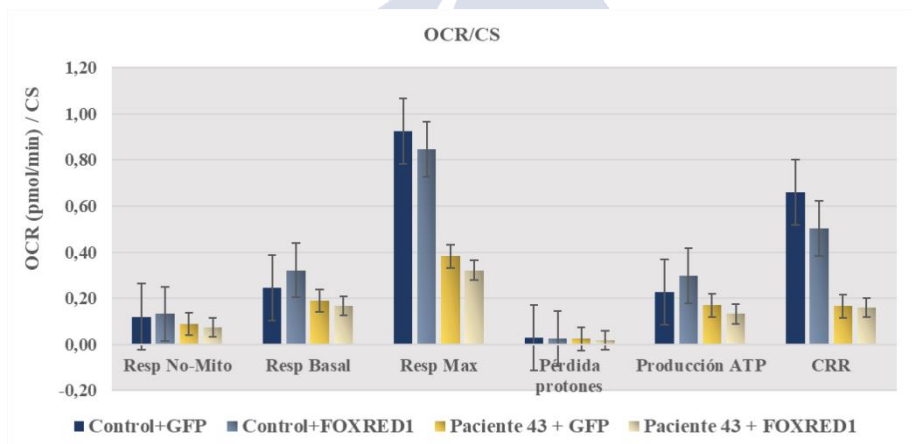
ANÁLISIS DEL METABOLISMO DE LA ENERGÍA BASAL DE CADA LÍNEA CELULAR TRANSFECTADA CON pLENTIV5, ANALIZANDO EL CONSUMO DE OCR. EL OCR MEDIDO EN EL PACIENTE 43+FOXRED1, SE MANTIENE REDUCIDO CON RESPECTO A LA MUESTRA CONTROL.
